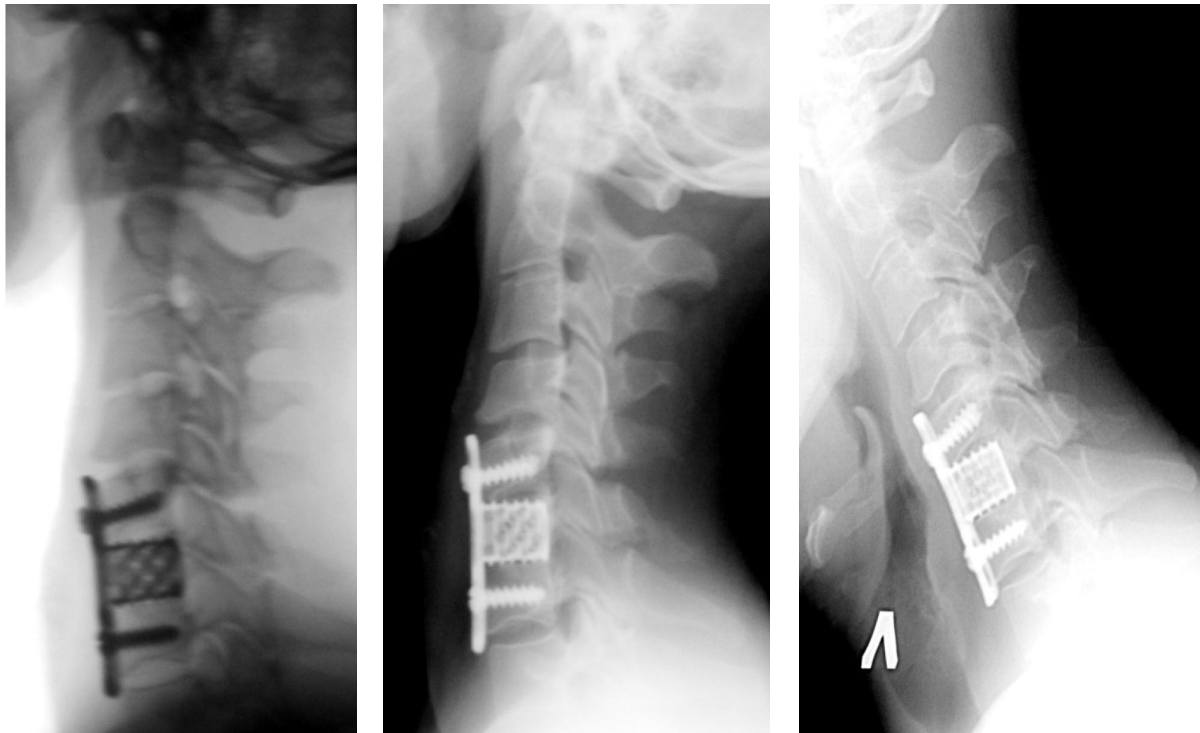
Рентгенограма шийного відділу хребта в сагітальній площині хв. Р., 47 років компресійно-скалковий перелом тіла С6 замщено титанової конструкцією та виконано передній корпородез, що призвело до блоку тіл С5-С6-С7, фіксований металоостеосинтез стабільний при виконанні максимального згинання та розгинання шийного відділу хребта. Також відмічається неоартроз після скалкового перелому остистого відростку С6 та посттравматичні дегенеративно-дистрофічні зміни І стадії. фізіологічний лордоз випрямлений; антелістез тіла С3; С4-ретролістез фіксований при виконанні функціональних проб; нерівномірний хондроз з нестабільністю сегментів С3-С4, С4-С5; розповсюджений остеохондроз.
